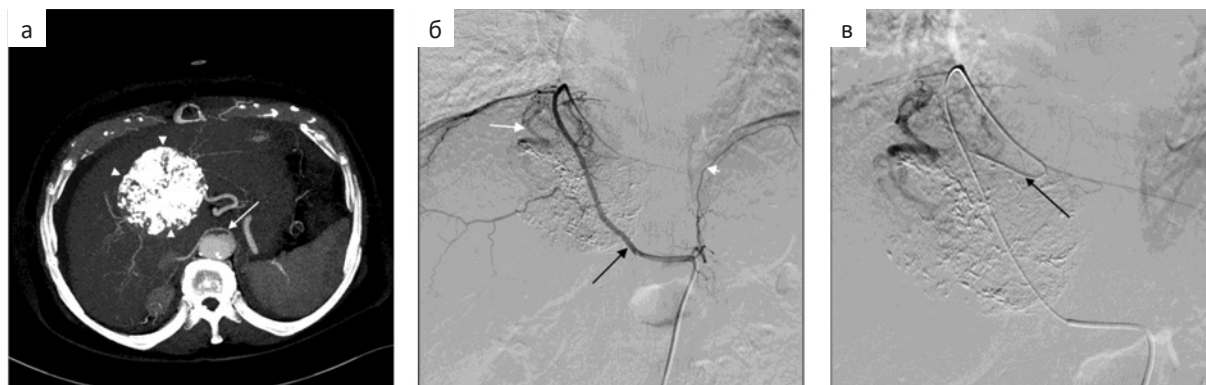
Пациентка с ГЦР IVA сегмента печени после одного сеанса ТАХЭ. а — На аксиальной мультиплоскостной реконструкции (MPR) артериальной фазы компьютерной томографии (КТ) определяется правая нижняя диафрагмальная артерия, отходящая от аорты (стрелка). В опухоли депо липиодола после первой ТАХЭ ПА (наконечники стрелок); б — Ангиограмма правой нижней диафрагмальной артерии (черная стрелка) показывает наличие кровоснабжения опухоли (белая стрелка) из ветвей артерии. Левая нижняя диафрагмальная артерия (наконечник стрелки) не расширена, опухоль не кровоснабжает; в — Перед химиоэмболизацией микрокатетер (стрелка) установлен в ветви, кровоснабжающей опухоль
